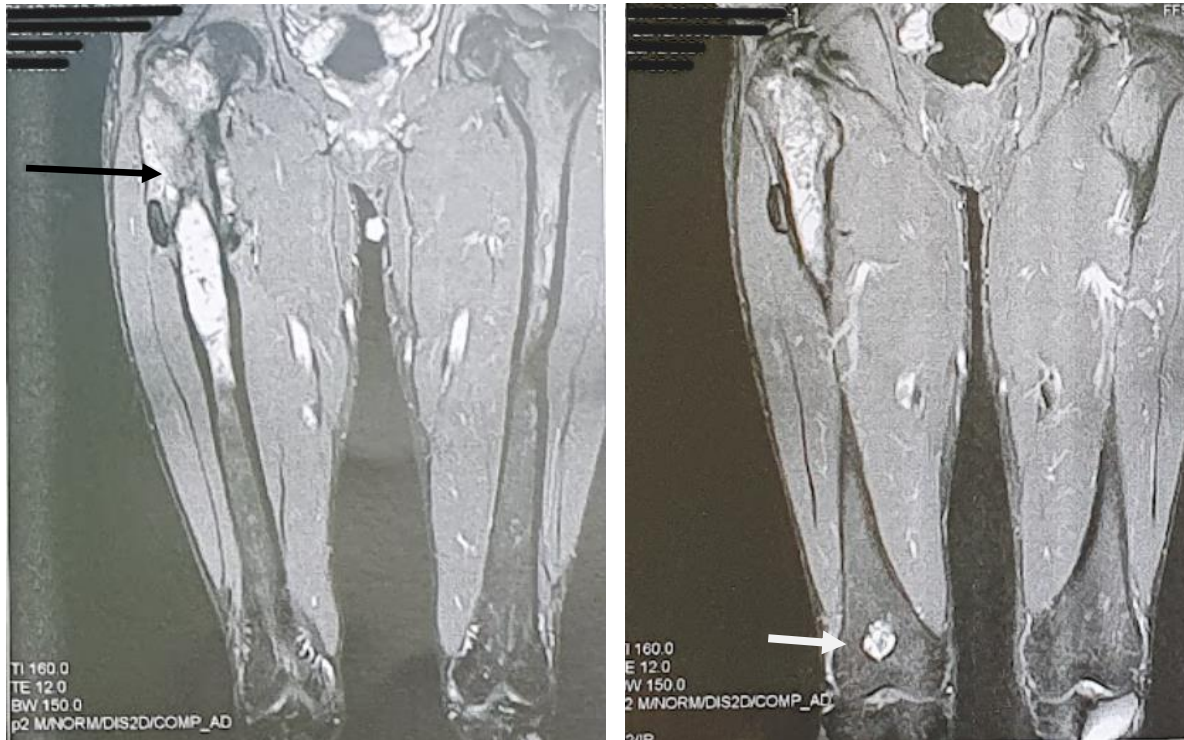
IRM de la cuisse montrant un Ostéosarcome métaphyso-diaphysaire de l'EP du fémur avec skip-métastase au niveau de la métaphyse distale fémorale homolatérale.
